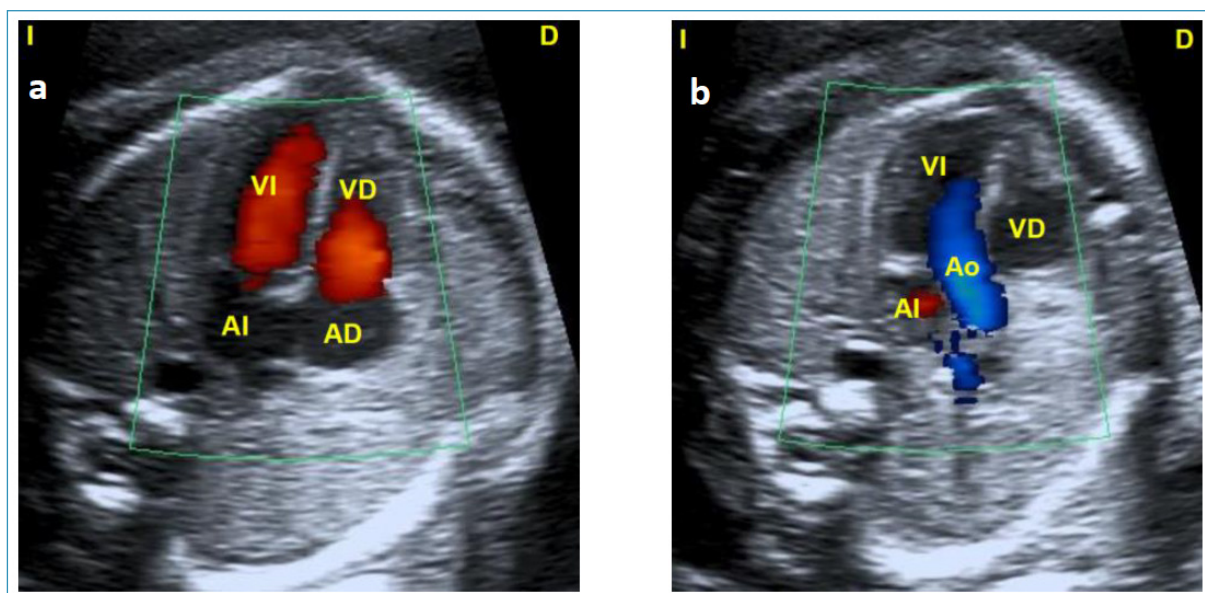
Doppler color. a) Corte de 4 cámaras que pone de manifiesto un flujo a través de las válvulas aurículo-ventriculares anterógrado que rellena adecuadamente ambos ventrículos. b) Tracto de salida del ventrículo izquierdo que permite poner de manifiesto la existencia de un flujo transaórtico anterógrado, normal, laminar descartándose con ello patología valvular pulmonar (estenosis/atresia).
